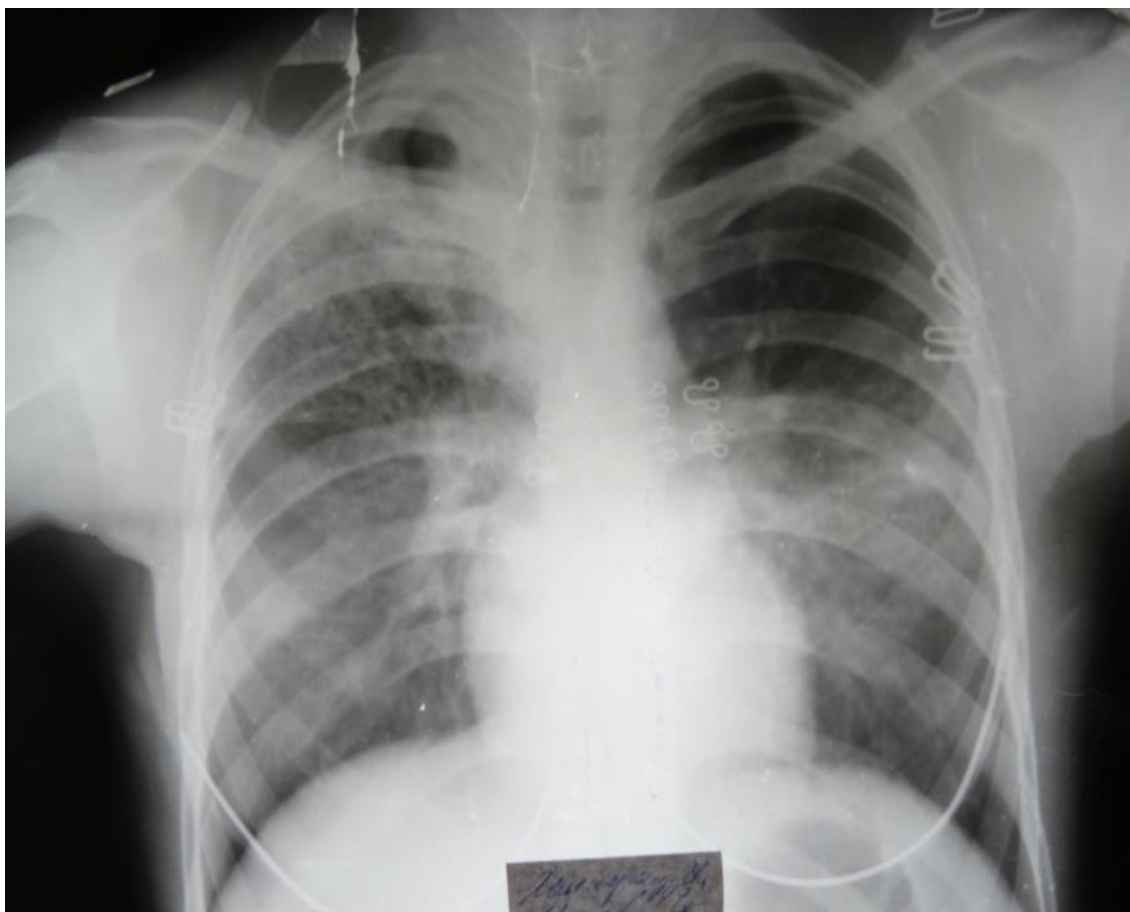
Рентгенограмма больной Ч. от 22. 10. 2015.
